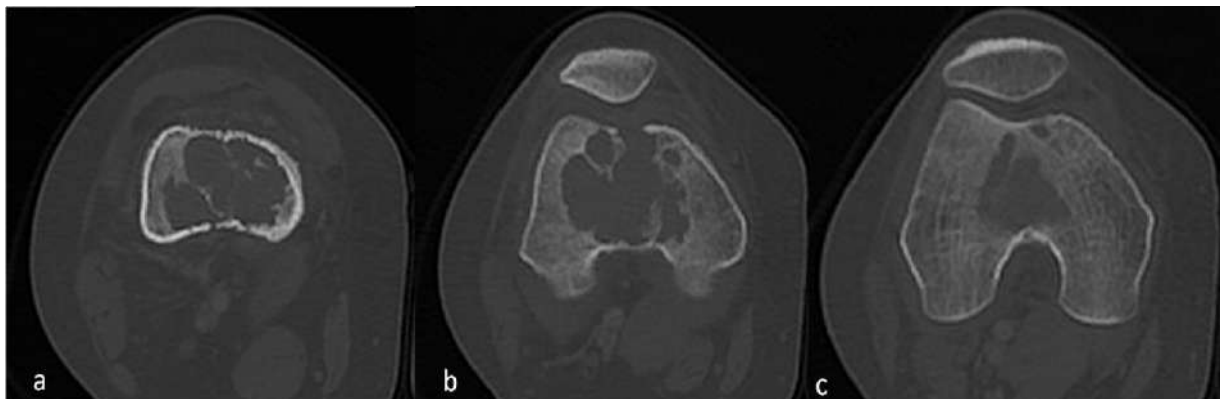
TC de miembros inferiores, ventana ósea. Los cortes en vista axial progresivos (a,b,c) muestran que la lesión lítica tiene localización central, presenta septos internos y bordes parcialmente escleróticos; condiciona disrupción de la cortical ósea e impresiona compromiso de las partes blandas adyacentes.
